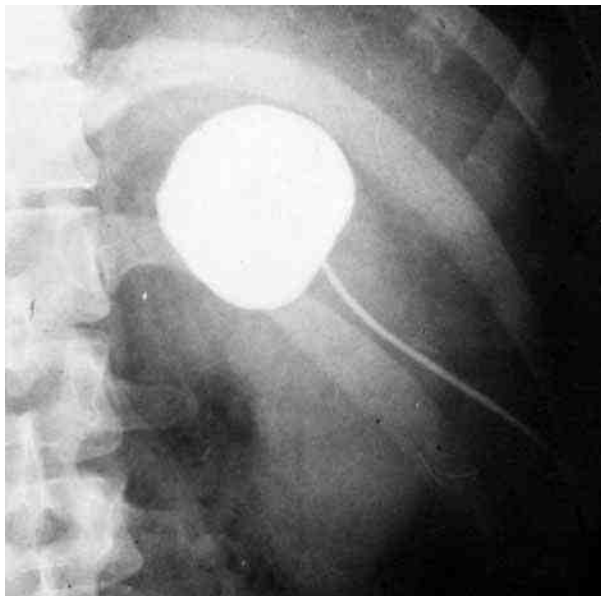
Рентгенограмма денированной кисты почки
